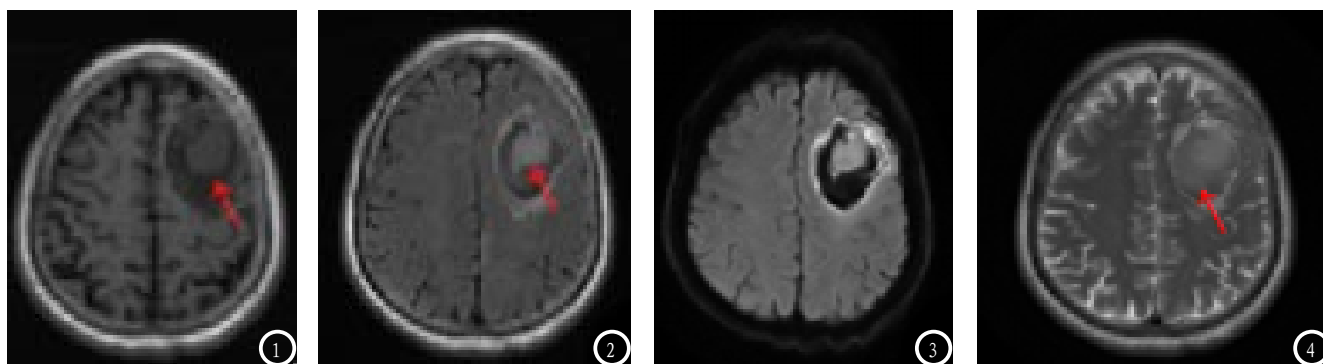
患者男,52岁,突发头疼约3小时后入院,行MRI检查。图1 MRI平扫示,左侧额叶可见片状长T1、稍长T2信号(红色箭头↑),图2 左侧额叶MRI扫描FLAIR序列呈低信号(红色箭头↑),图3 DWI序列显示患者左侧额叶呈高信号,图4 患者左侧额叶出血病灶内可见小片状稍短T1、稍长T2信号(红色箭头↑),最终诊断为左侧额叶急性期脑出血。
